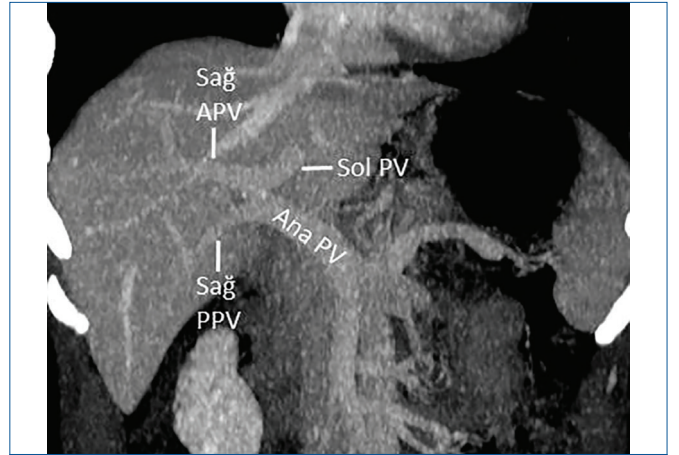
Aksiyel MIP BT görüntüsü portal venede trifurkasyon varyasyonunu gösteriyor.
